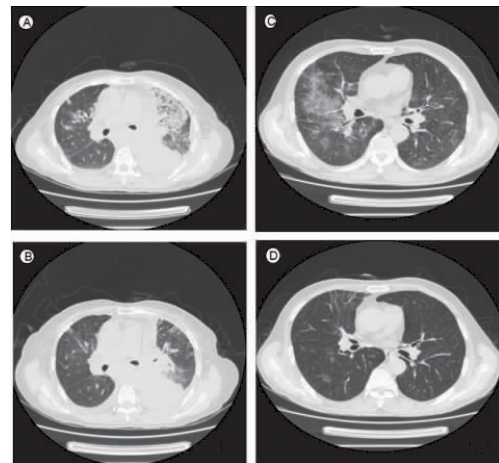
IFD 患者抗真菌治疗后复查胸部 CT 磨玻璃影消失 (A、C 治疗前, B、D 治疗后)
